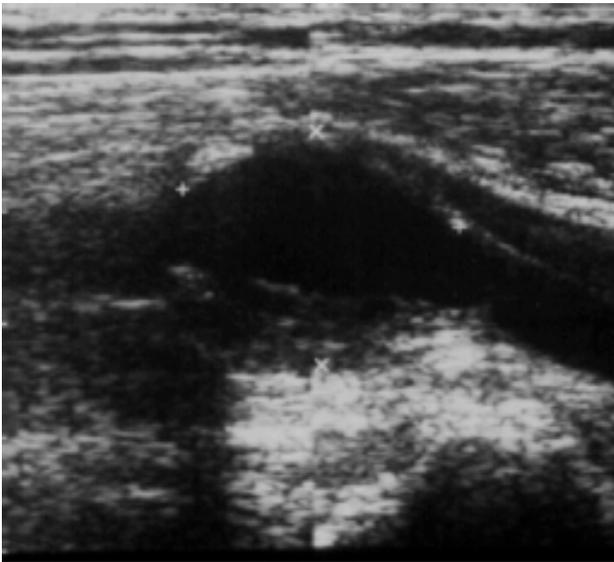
Ultra-sonografia mostrando aneurisma de poplítea com espessa camada de trombos parietais.
